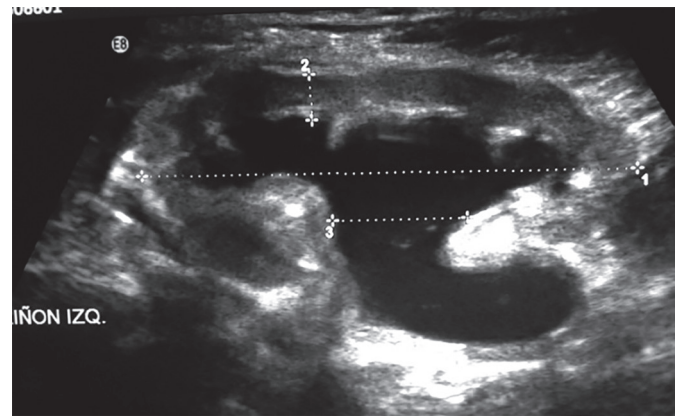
Ecografía: hidronefrosis grado IV y estenosis ureteropélvica
